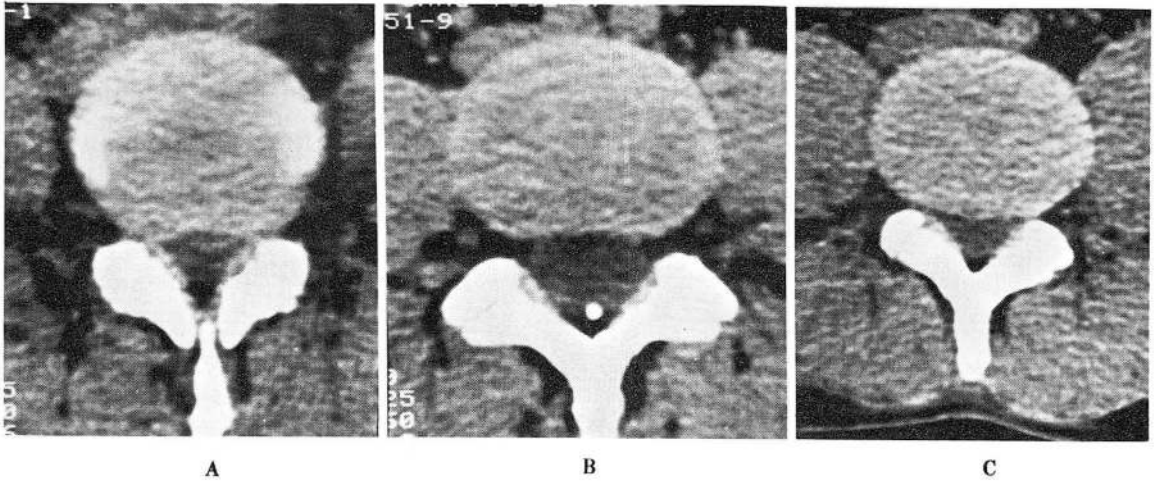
3 types of posterior margin of normal disc on CT scan.
